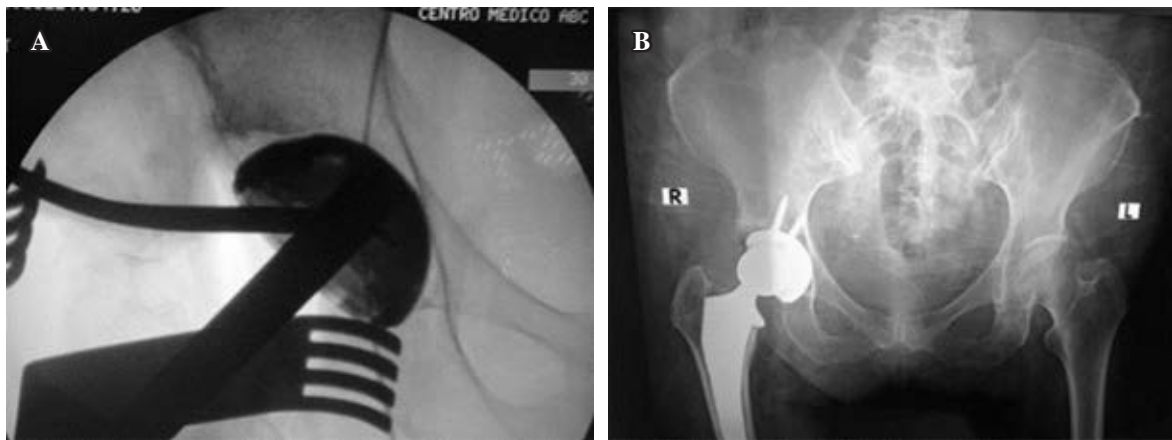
A) Cup insertion with an inadequate X-ray view. B) Resultant verticalization of the cup.
